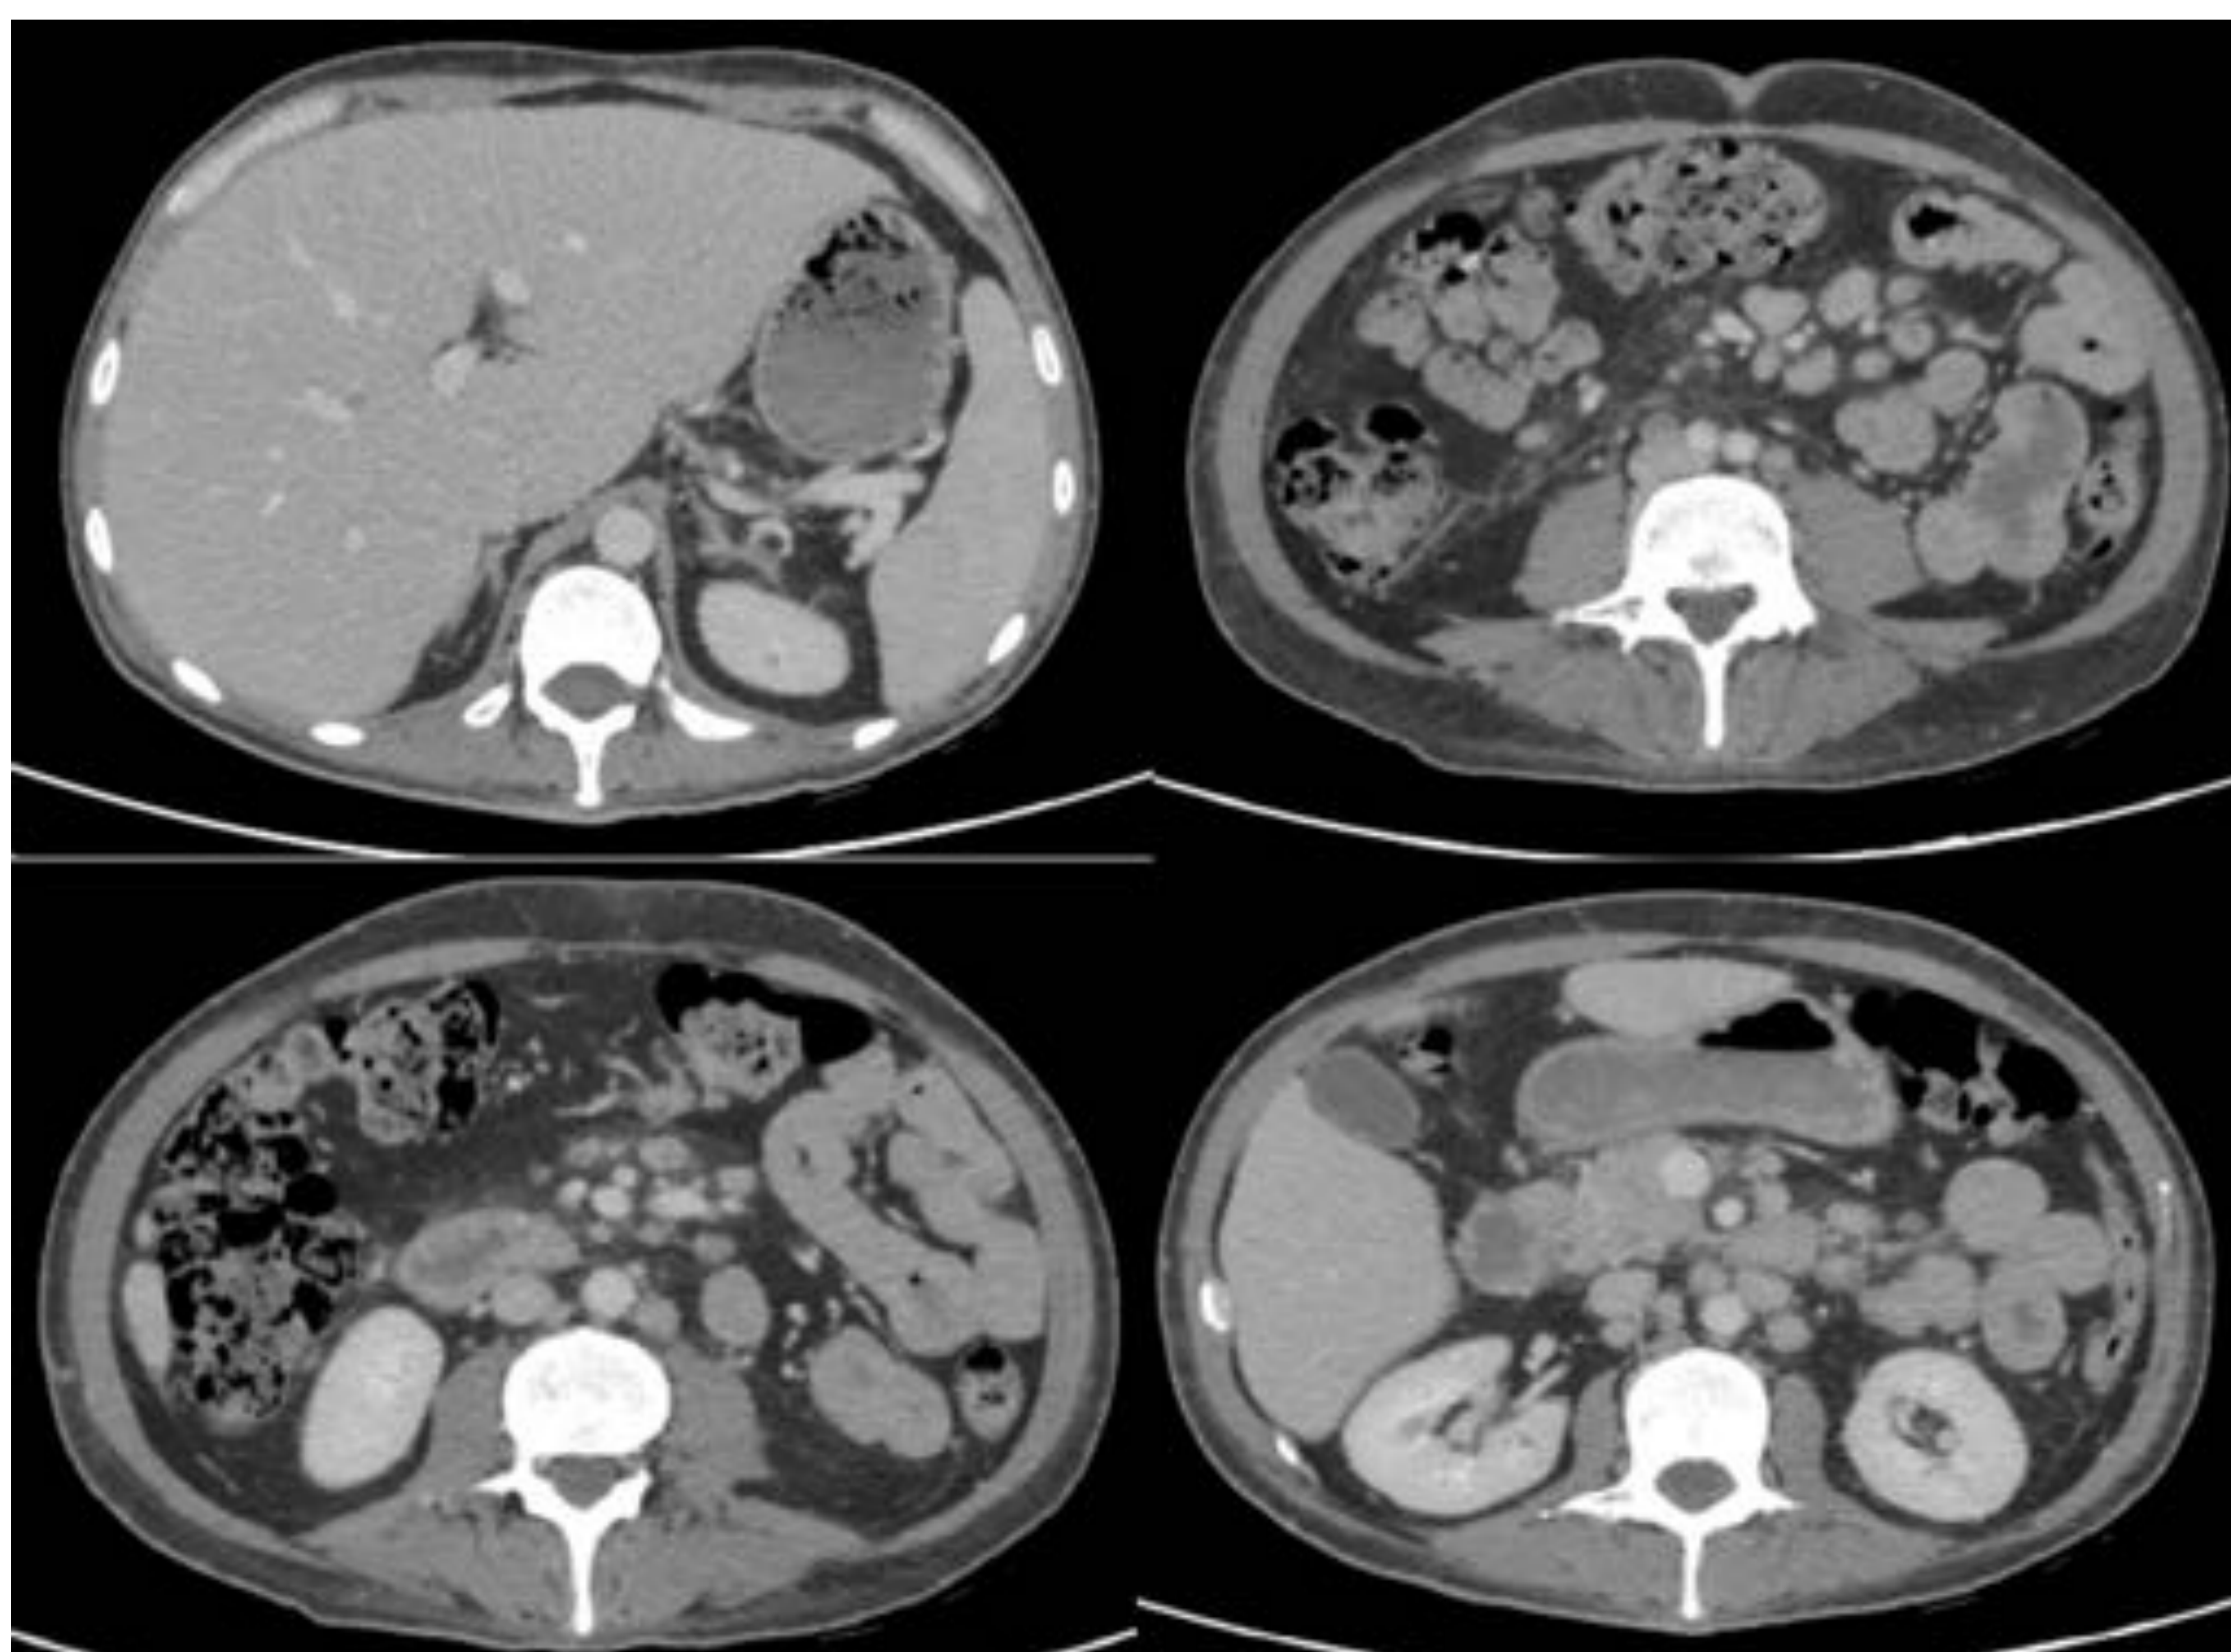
Mismo paciente que en las figuras 3, 7 y 8. En el TC de abdomen se identifica hepatoesplenomegalia (imagen superior izquierda), adenopatías mesentéricas (imagen superior derecha), leve engrosamiento mural concéntrico del duodeno con trabeculación de la grasa adyacente (imagen inferior izquierda) y leve engrosamiento mural concéntrico de asas de yeyuno en el flanco izquierdo (imagen inferior derecha).
